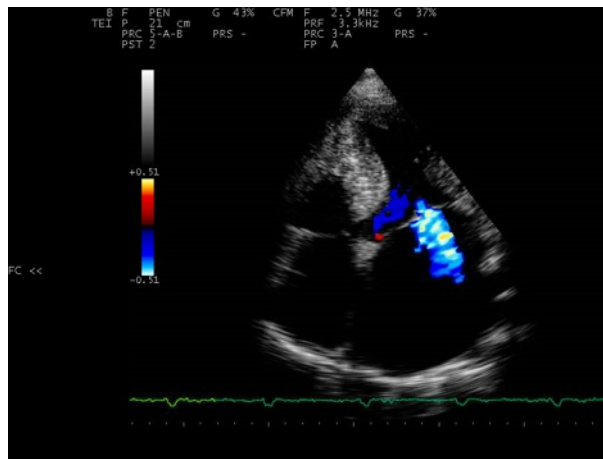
Cardiomiopatia ipertrofica end stage con dilatazione atriale sinistra e rigurgito mitralico con tecnica Color Doppler in proiezione 4 camere
